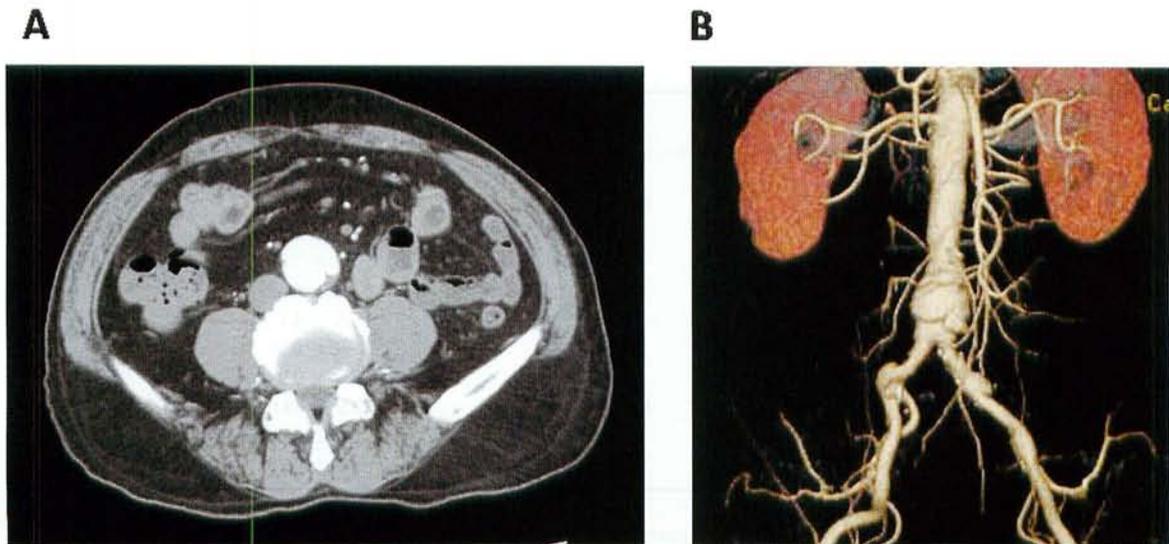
CT findings of a saccular abdominal aortic aneurysm. (A) Axial view image. (B) Volume rendering image
